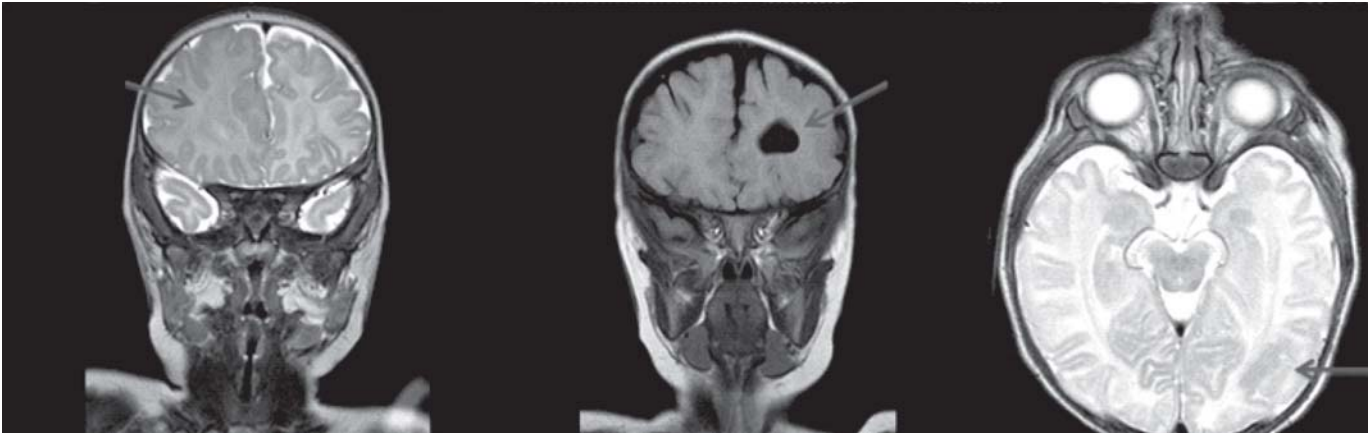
Secuencia de imagen de resonancia magnética de los pacientes. La flecha muestra la zona de displasia cortical focal.
